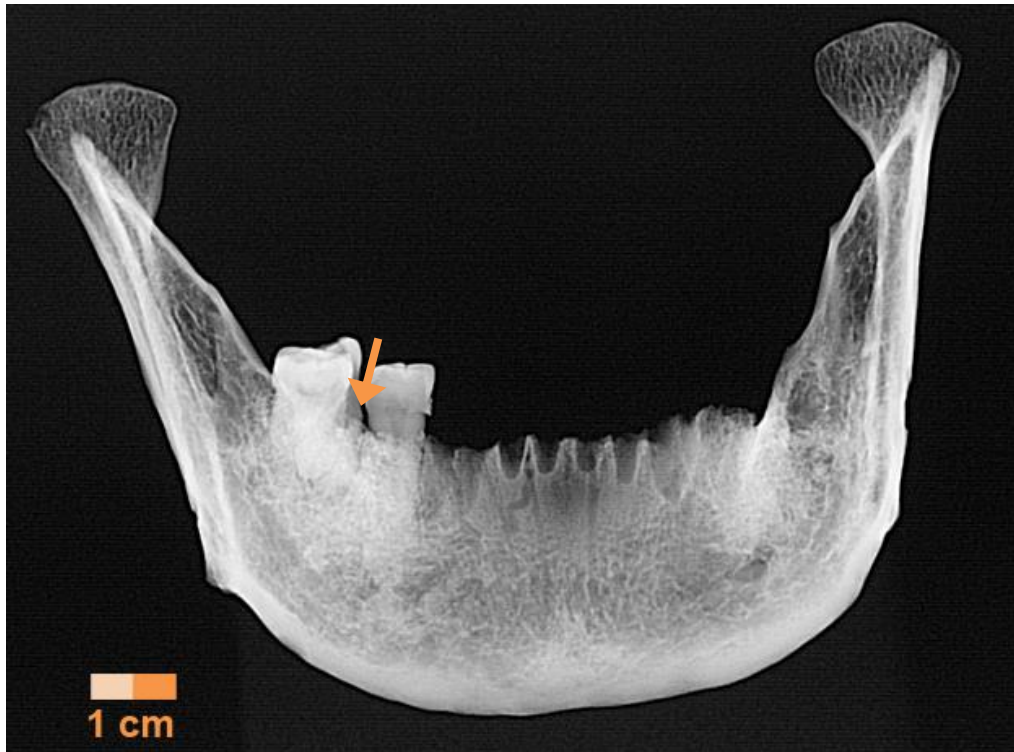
Ind. 820, Röntgenaufnahme Unterkiefer frontal, Schneidezähne vor dem Röntgen entnommen, Pfeil: 46 ante mortem verloren (Bild: Rechtsmedizin Mainz)
